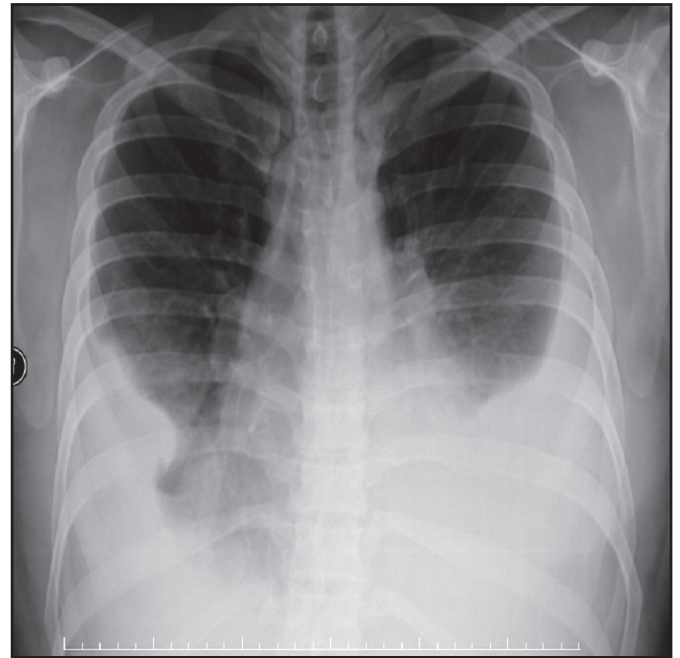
Radiografia de tórax: derrame pleural bilateral.
